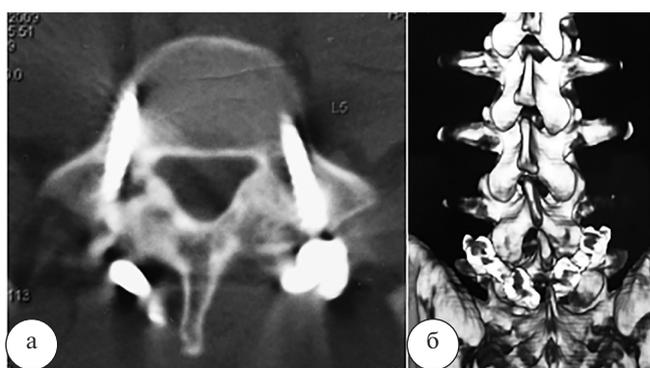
Компьютерные томограммы пояснично-крестцового отдела позвоночника пациента О. через 4 месяца после операции: а – аксиальная проекция L5 позвонка; б – переднезадняя проекция
